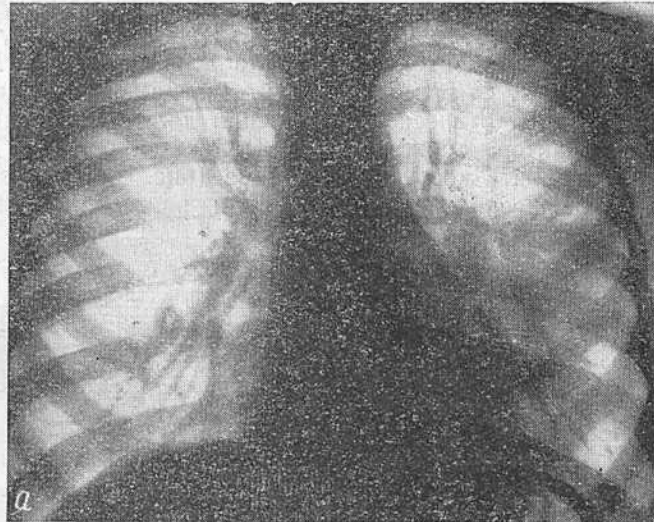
Рентгенограмма грудной клетки ребенка 4 лет 6 месяцев в передней (а), в боковой проекции (б) и в лордотическом положении (в).
